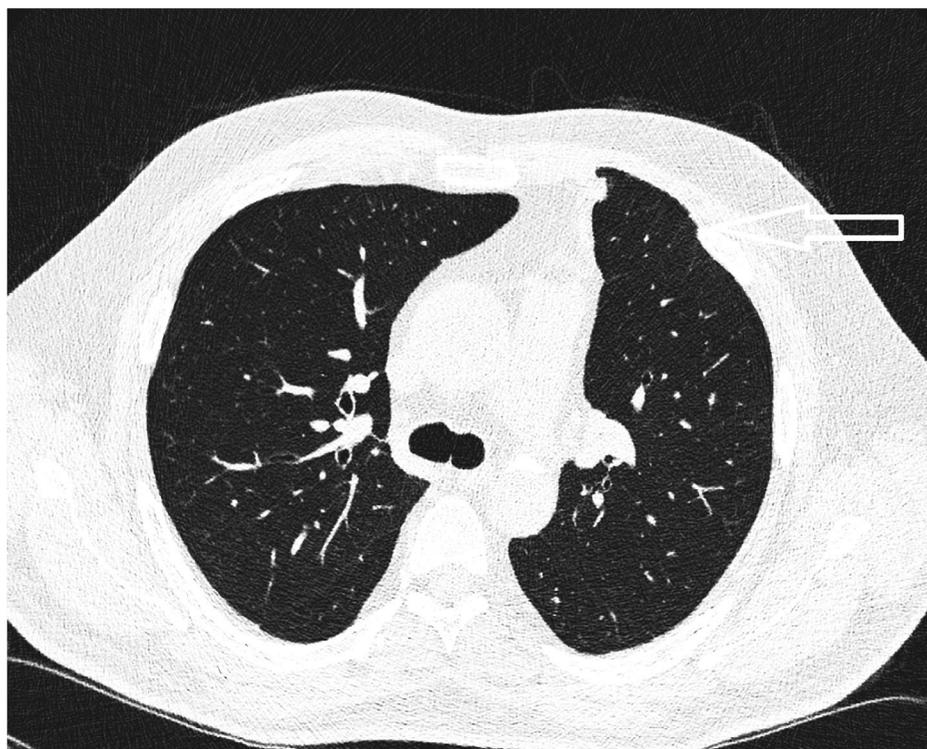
КТ ОГК до операции (стрелкой отмечено грыжевое выпячивание)
